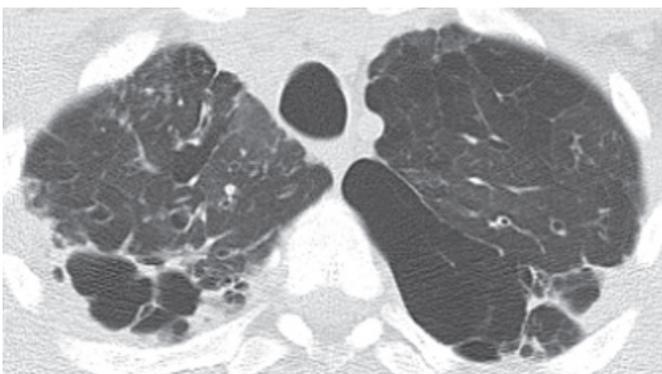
МСКТ (уровень головок ключиц). Эмфизематозные буллы в верхних участках легких.
